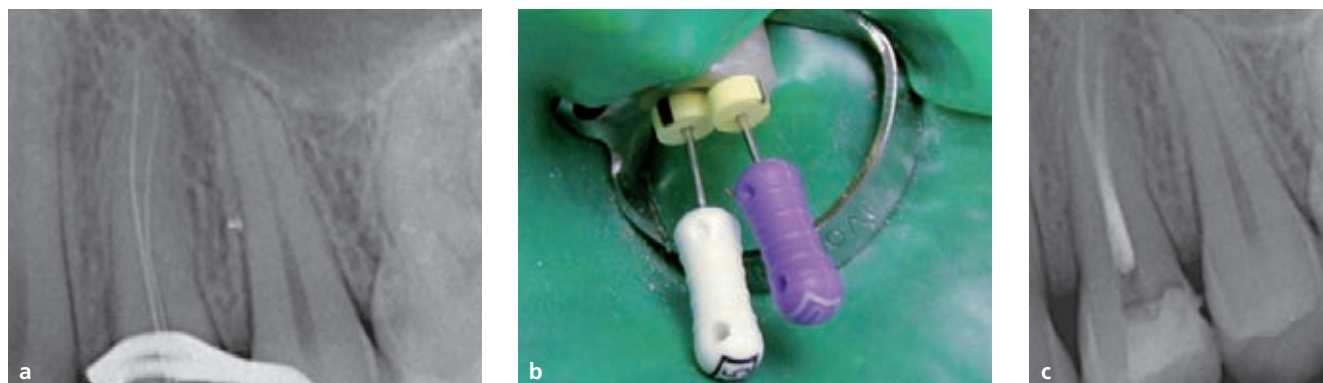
(a,b) L'inserimento di strumenti diversi, per tipo o misura, facilita la successiva lettura della radiografia intraoperatoria. (c) Radiografia postoperatoria.
